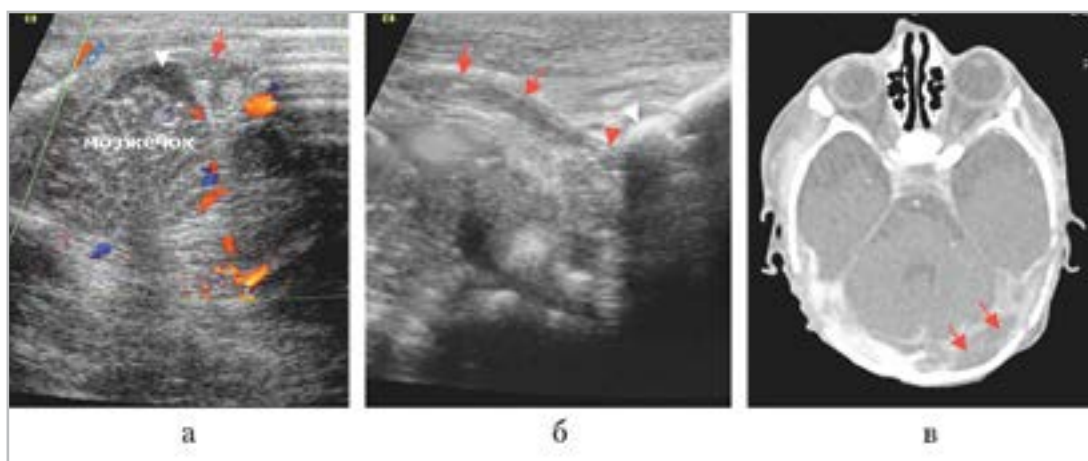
Исследование через 2 суток на эхограммах: *а* — окклюзирующий тромбоз левого поперечного синуса (красная стрелка), минимальное парацеребеллярное скопление (белая стрелка); *б* — тромбоз внутренней яремной вены (красные стрелки) на протяжении, переходящий в тромбоз сигмовидного синуса (короткая красная стрелка). Сосцевидный отросток показан белой стрелкой. При компьютерной томографии (*в*) — тромбированный левый поперечный синус показан красными стрелками
